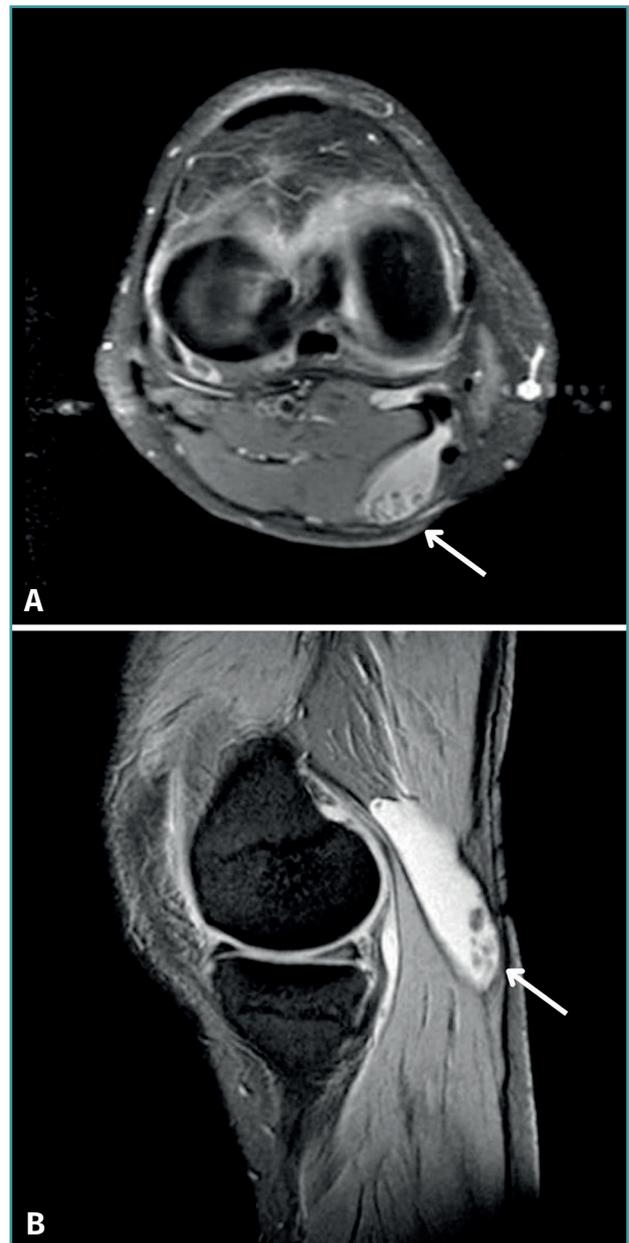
Imágenes de la resonancia magnética en las que se pueden observar los nódulos cartilagosos dentro del quiste poplíteo (flecha). A: corte axial; B: corte sagital.
